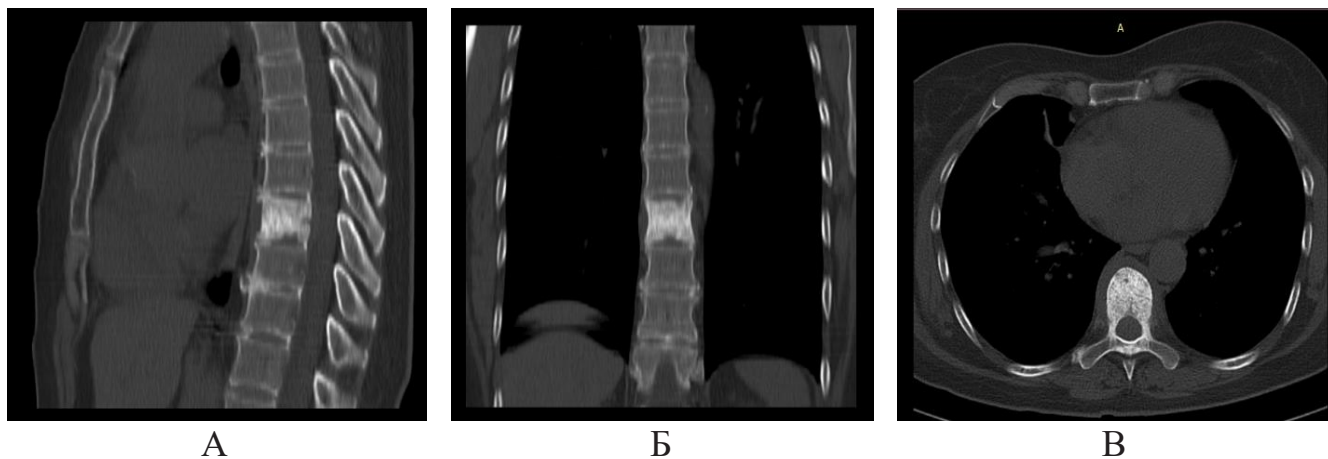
Компьютерные томограммы Th9 позвонка больного А. до хирургического лечения (А – сагиттальная проекция, Б – фронтальная проекция, В – аксиальная проекция)
